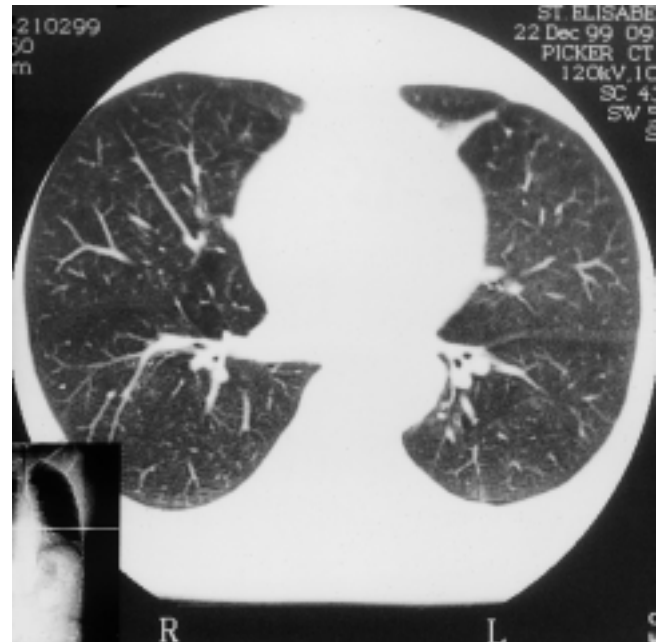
CT-Thorax – Wiederentfaltung des linken Unterlappens nach endobronchialer Surfactant-Instillation.
